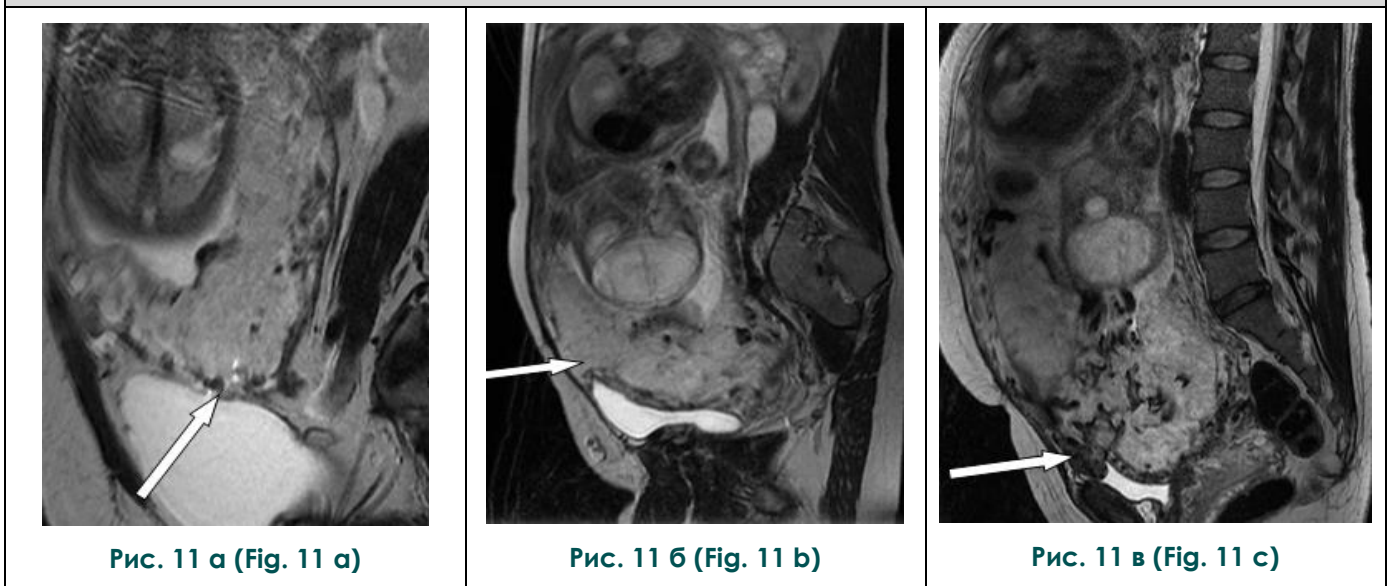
МРТ, сагиттальная плоскость, T2-ВИ.
